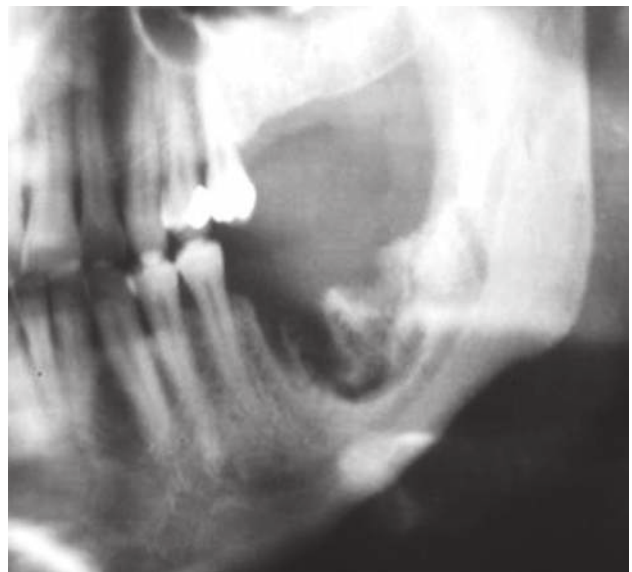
Imagen de radiografía panorámica que muestra el área de osteonecrosis en la rama mandibular.
